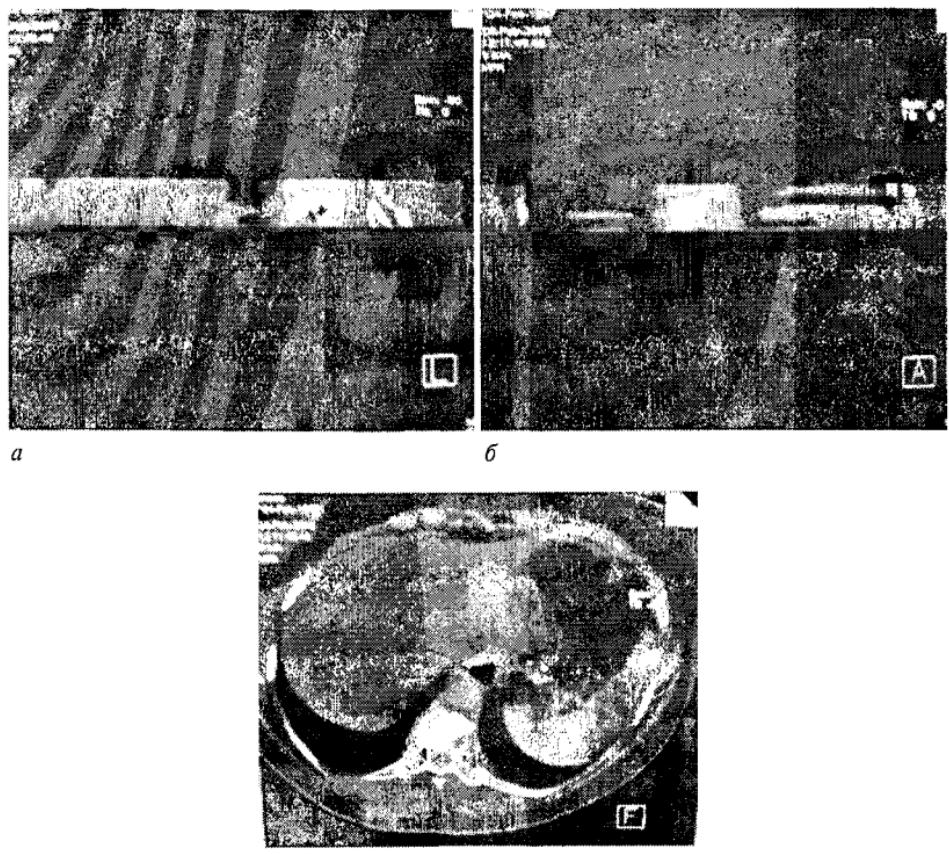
а, б) КТ-реконструкция больного после вертебропластики 7-го грудного позвонка; г) аксиальный срез, полость гемангиомы полностью заполнена костным цементом (указано белыми стрелками).
